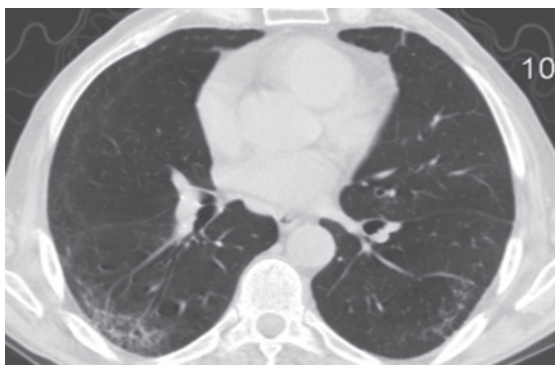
Дані КТ ОГП пацієнта Б., 62 років.
